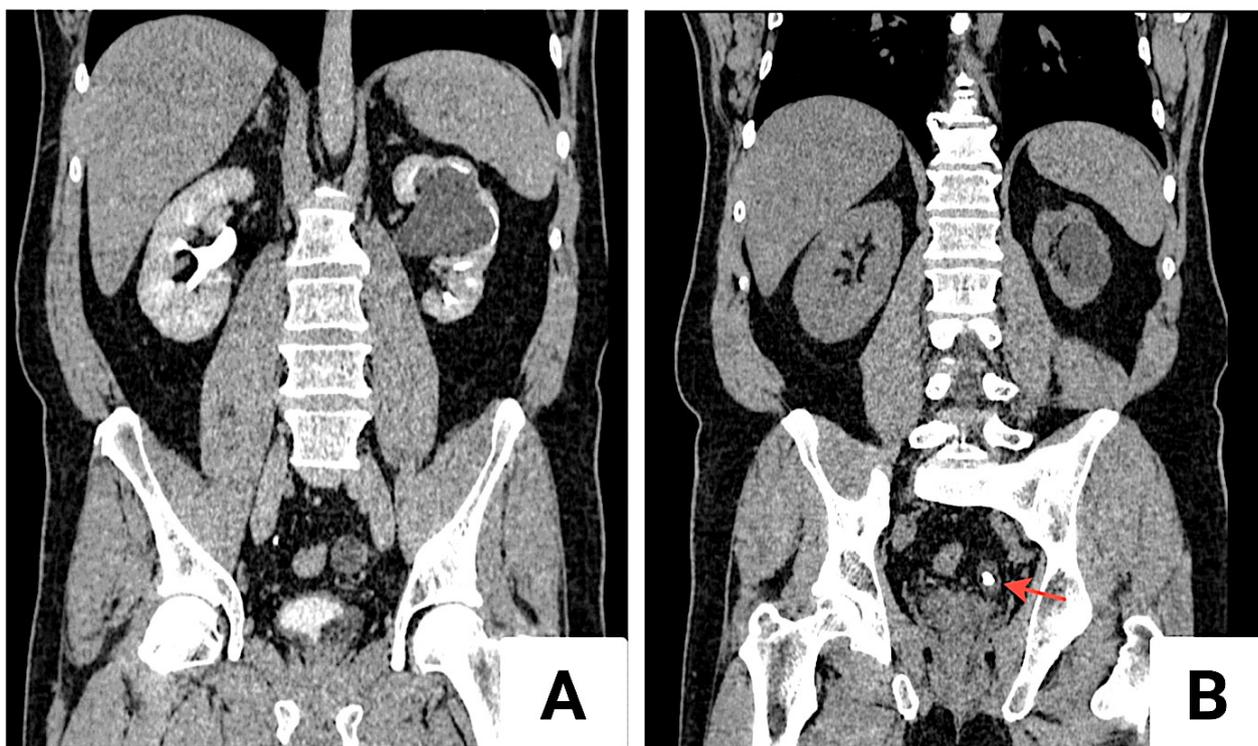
КТ-томограммы почек и забрюшинного пространства (с внутривенным контрастированием): А — гидронефротическая трансформация верхней половины левой почки; В — конкремент уртероцеле (красная стрелка)
